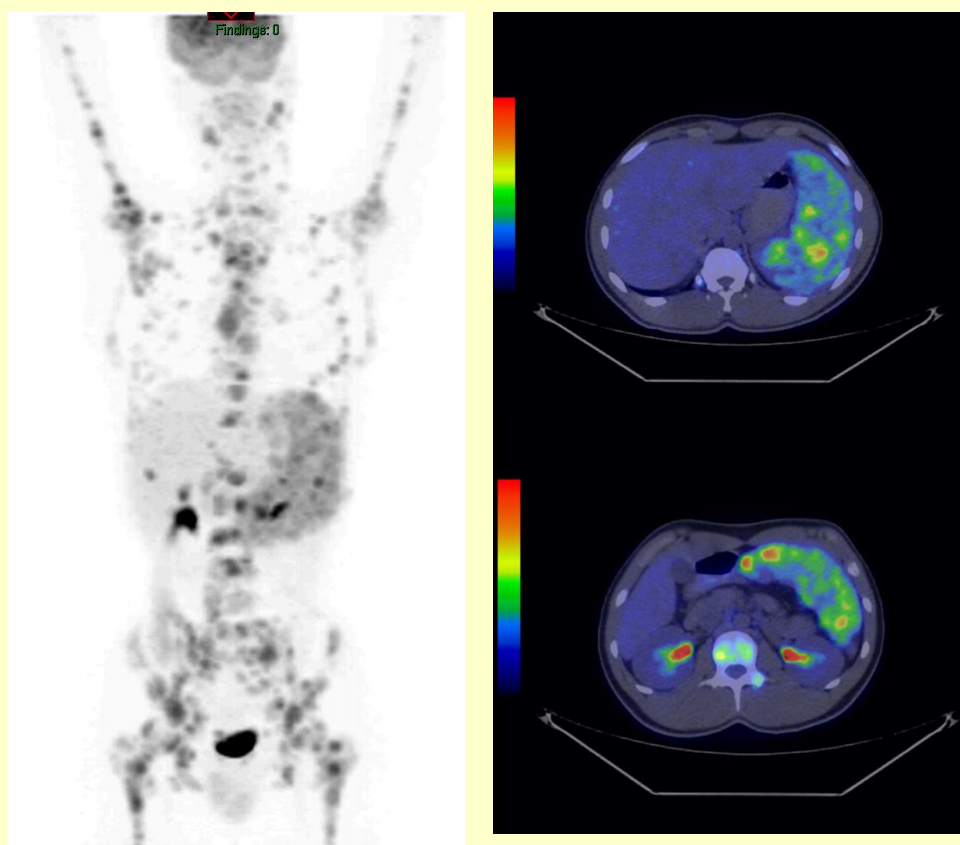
Examinarea PET-CT a evidențiat splenomegalie și numeroase leziuni nodulare avide de F18-FDG, diseminate la nivel scheletal (axial și apendicular) și lienal - Multiple determinări secundare osoase și splenice ale unui limfom Hodgkin.
